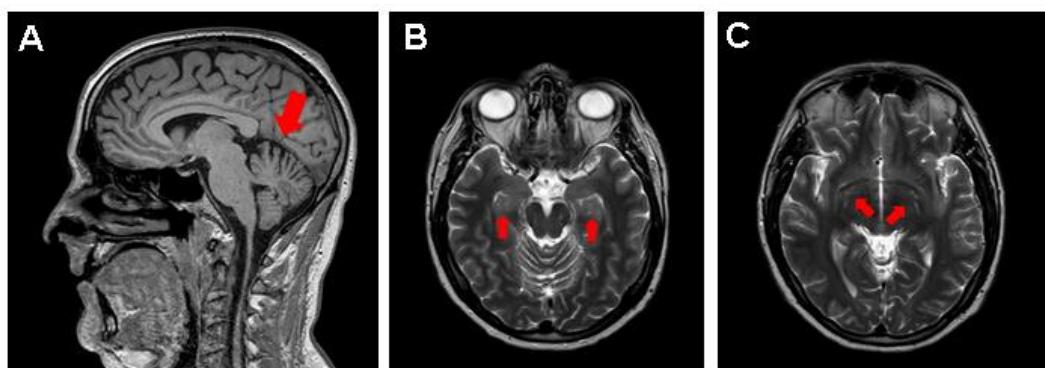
Hallazgos de resonancia magnética en un paciente joven con deterioro cognitivo post-COVID. A. Leve pérdida de volumen cerebelosa. B, C. Espacios perivasculares prominentes en ambos hipocampos (B) y ganglios basales (C).
